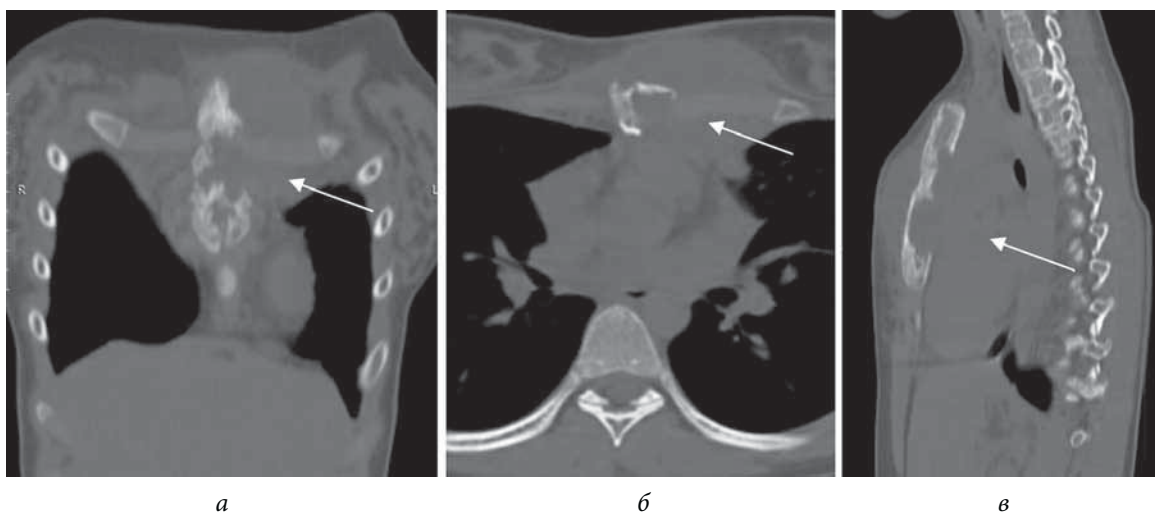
Больная Г., 12 лет. КТ-срезы грудной клетки (костный режим): *а* — фронтальный; *б* — аксиальный; *в* — сагиттальный. Стрелкой указана область деструкции грудины
